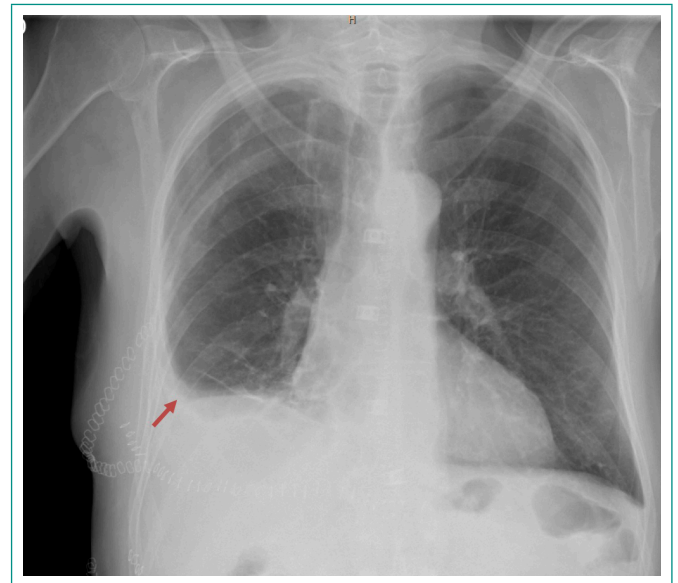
Radiografía posoperatoria. Leve lamina de líquido pleural derecho.
